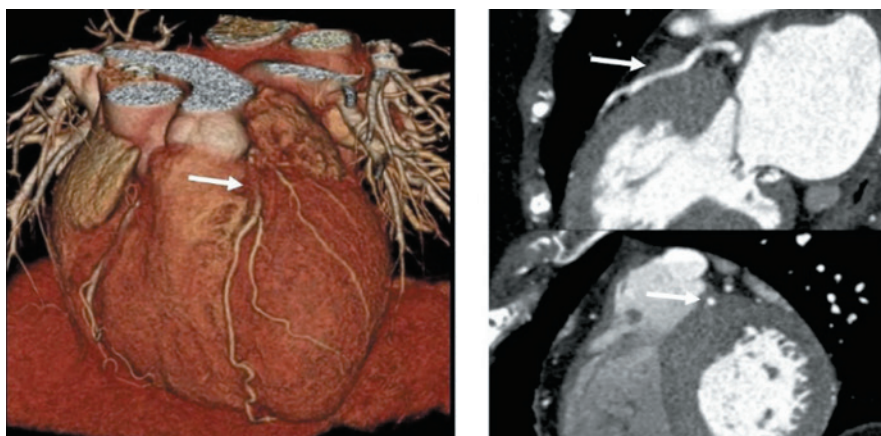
КТ-коронарография с визуализацией миокардиального «мостика» в передней межжелудочковой артерии (указано стрелкой) [23]
